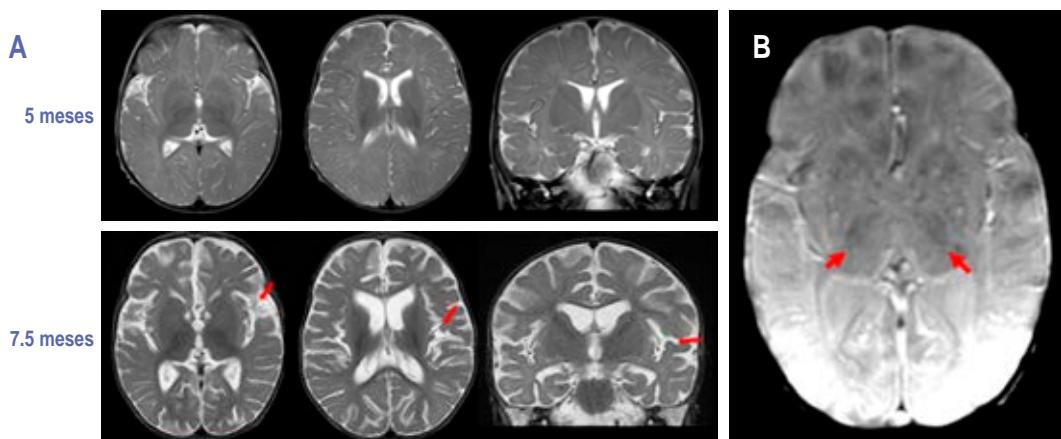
Resonancia cerebral simple. Imágenes potenciadas en T2 de cortes axiales y coronales. A) A los cinco meses siendo normal (arriba); a los 7.5 meses de edad (abajo) donde se observa atrofia por disminución del volumen de la sustancia gris y blanca de forma difusa. B) Se observó hipointensidad putaminal en secuencia de susceptibilidad magnética, sugiriendo un depósito anormal de hierro.
